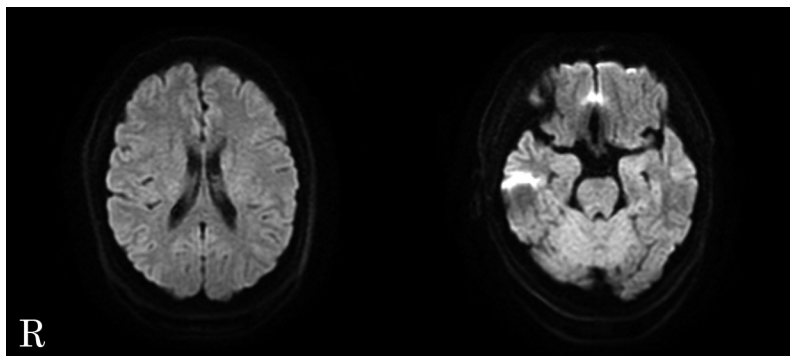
MRI of the patient's brain.
